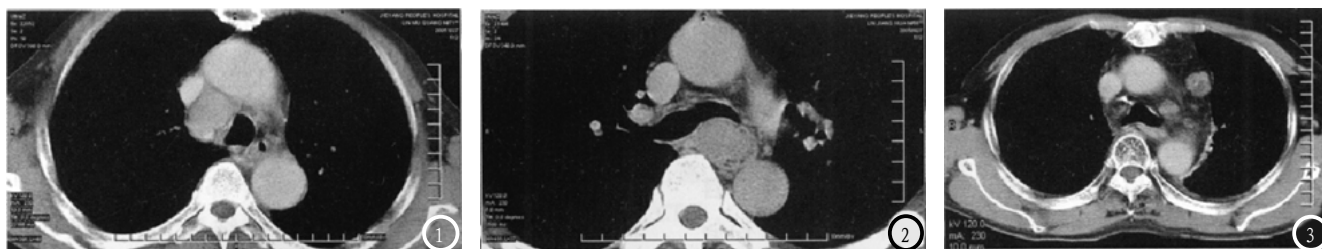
胸段食管癌患者淋巴结螺旋CT的图像。图1为双侧气食管沟淋巴结转移，其密度不均匀，边缘呈现环形强化；图2为食管旁淋巴结转移，其边缘强化明显，中心为低密度，和食管壁的分界模糊；图3为贲门旁巨大淋巴结转移，其边缘毛糙，密度比较均匀。
